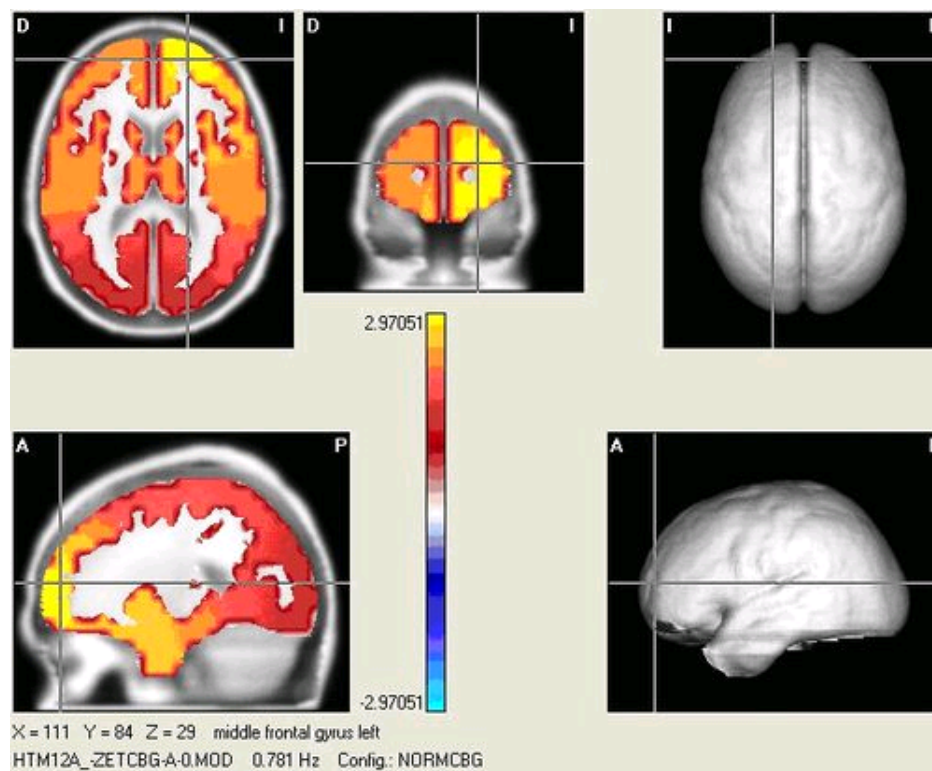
Tomografía Eléctrica de Resolución Variable (VARETA) de un paciente del grupo HTA2 con localización de un generador delta en la circunvolución frontal medial del hemisferio cerebral izquierdo.
